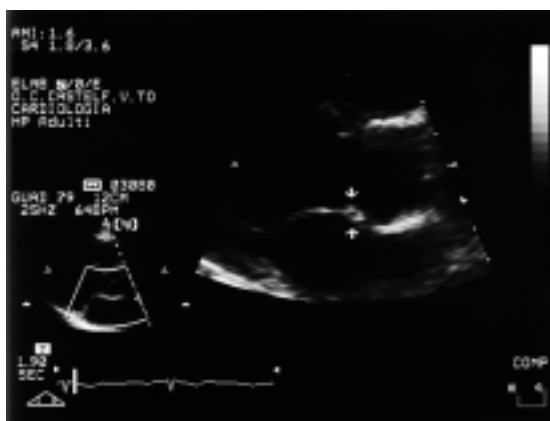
Ingrandimento della fibrosa intervalvolare mitroaortica ottenuto da una scansione lungo assiale sinistra all'ecocardiografia transtoracica: è evidente l'interruzione della continuità della fibrosa per la presenza di un cerchio anecogeno (frecce) al suo interno.
